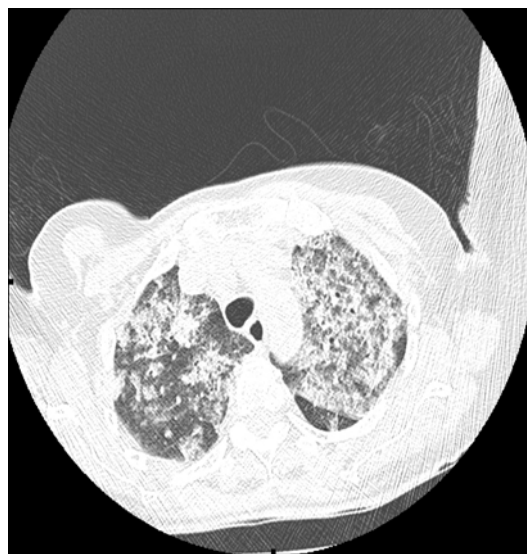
■ Tomografía computarizada de tórax de mujer de 70 años con hemorragia alveolar por granulomatosis con poliangéitís (granulomatosis de Wegener).
